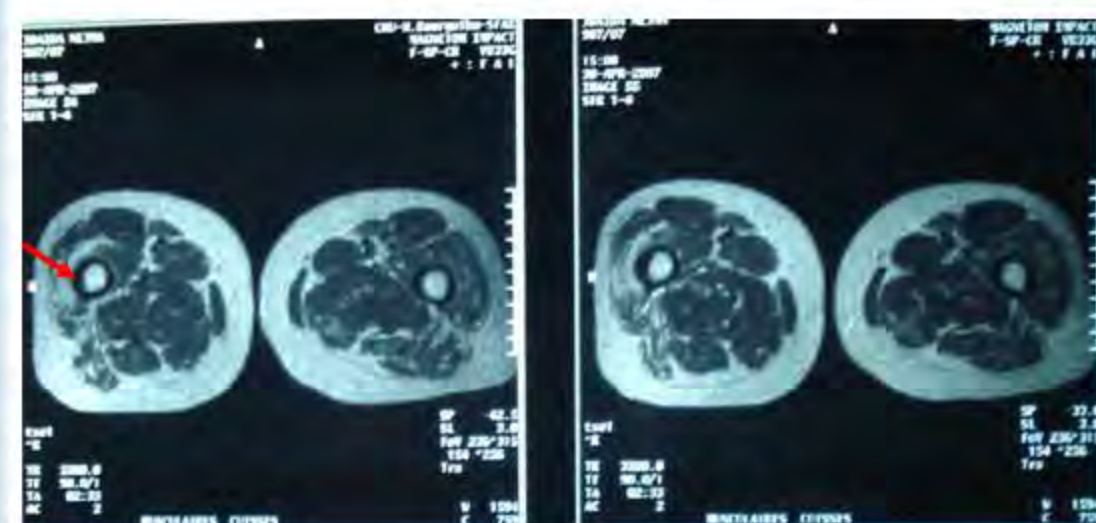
IRM des cuisses coupe axiale T2
